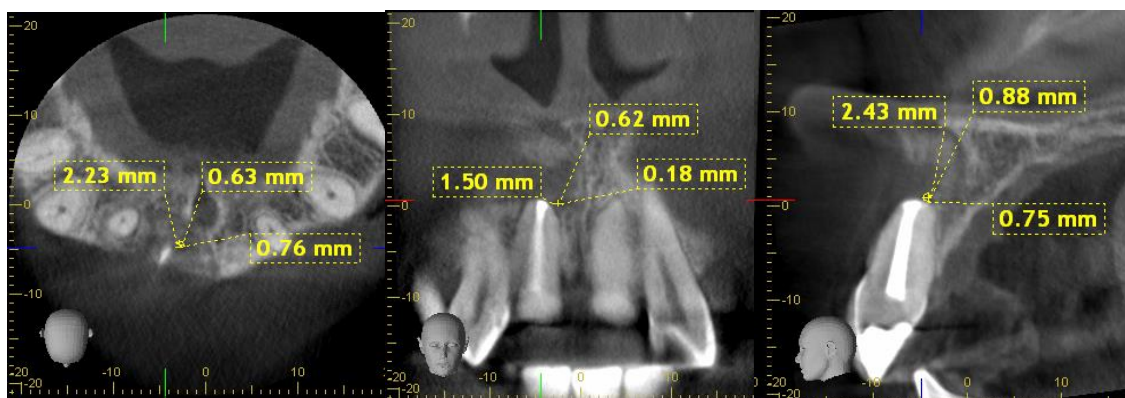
CBCT Caso 2 preoperatoria y 3 meses de diente 11 (A) Plano Axial (B) Plano Coronal (C) Plano Sagital (D) Plano Axial (E) Plano Coronal (F) Plano Sagital
